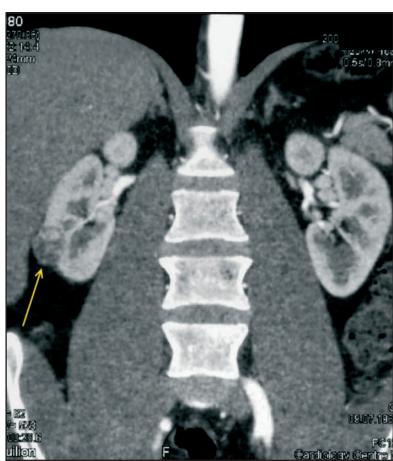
а, б. Мультиспиральная компьютерная томография:
